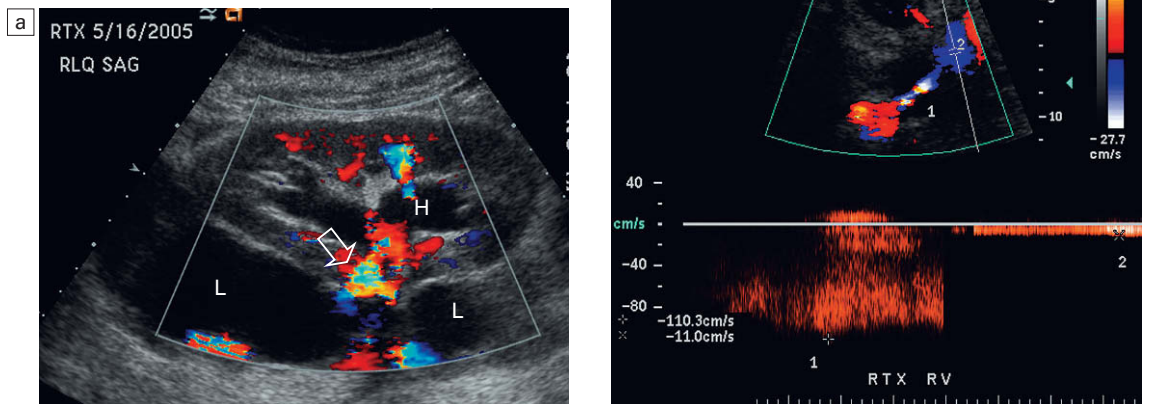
a) Imagen longitudinal de Doppler color de un riñón trasplantado que muestra una gran colección medial al riñón, rodeando el pedículo vascular renal. Se trata de un linfocele (L) y ha ocasionado una distorsión del pedículo. Se puede ver falso espectro de color en la arteria renal (flecha). También existe una evidente hidronefrosis (H) producida por la compresión del uréter. b) Trazado espectral Doppler de la vena renal que muestra una compresión marcada en la zona donde discurre junto al linfocele [1], con una velocidad medida en esta área de 1,1 m/seg, mientras que dentro del riñón (proximal al linfocele [2]), la velocidad es de sólo 0,1 m/seg. Este gradiente de velocidad diez veces superior indica que hay una obstrucción del flujo de salida venoso renal verdaderamente significativa.
